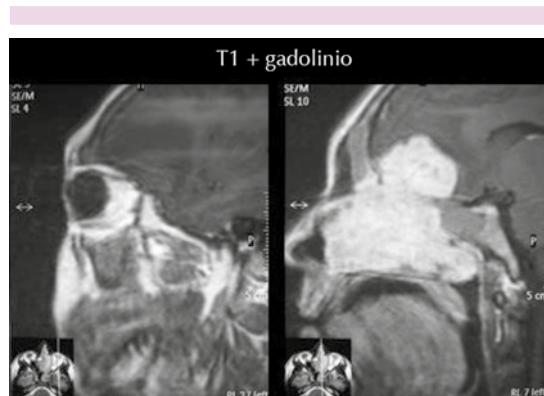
Resonancia magnética, cortes sagitales.
